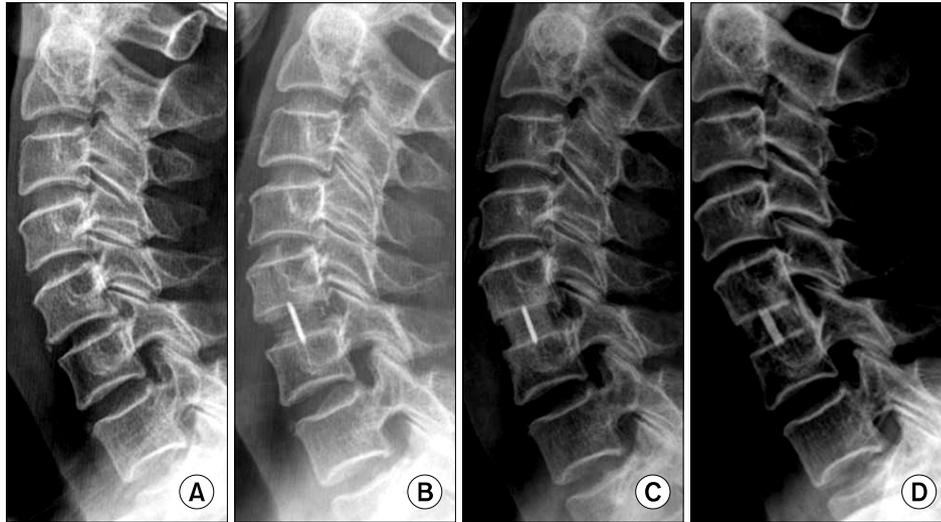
Serial radiographs of 64-year-old female patient underwent C5/6 anterior cervical fusion using stand alone PEEK cage. Preoperative (A) and immediate postoperative radiograph (B) show increased disc height in C5/6. Follow radiographs showing solid union without subsidence at 3 months (C) and 36 months after operation (D).
